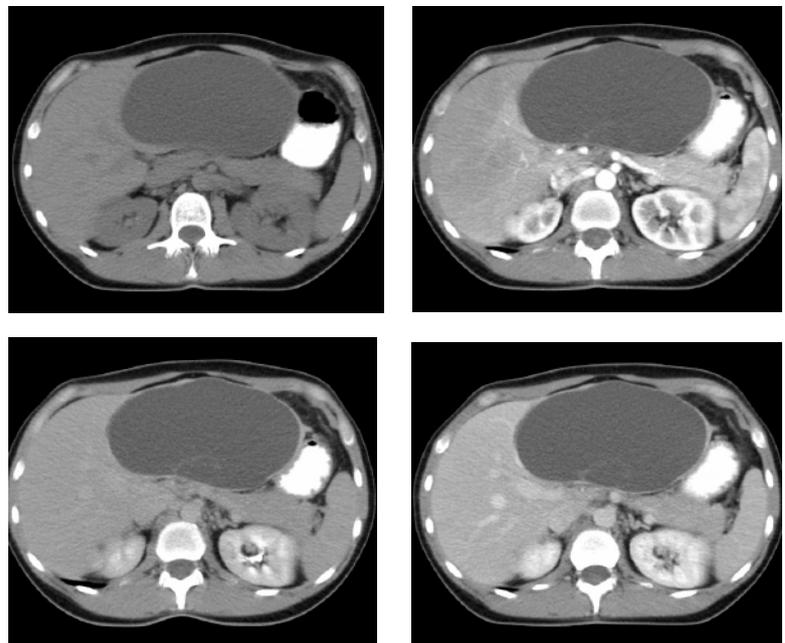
КТ-изображение гигантской непаразитарной кисты печени: а–г – динамика накопления контрастного препарата по фазам компьютерно-томографического исследования (нативная, артериальная, венозная и отсроченная фазы исследования)
